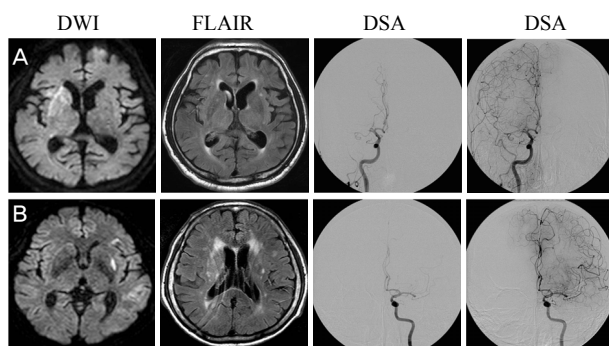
Diffusion weighted, FLAIR MRI and cerebral angiography. (A, B) Diffusion weighted MRI shows small high signal intensity lesions on MCA territory. FLAIR MRI shows hyperintense vessels on MCA territory. Cerebral angiography shows proximal MCA occlusion with prominent leptomeningeal collateral blood flow from ACA.
